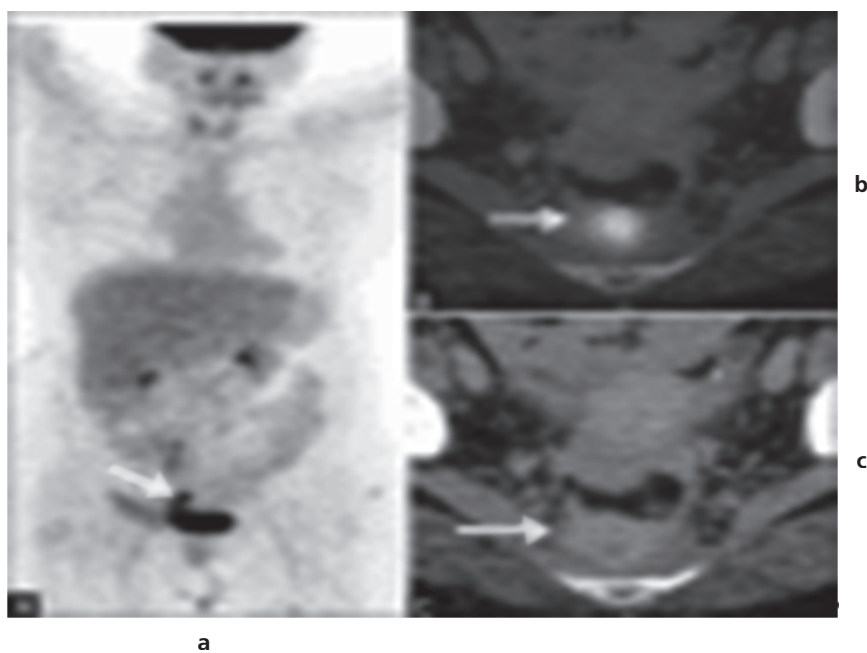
КТ, МРТ, ПЭТ/КТ при раке прямой кишки с метастазами в печень.
